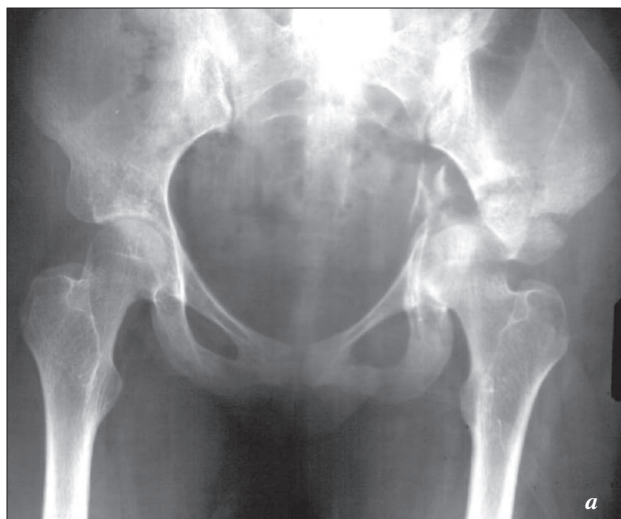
Рентгенограммы больной с чрезвертлужным переломовывихом до (а) и через 6 мес после (б) операции
